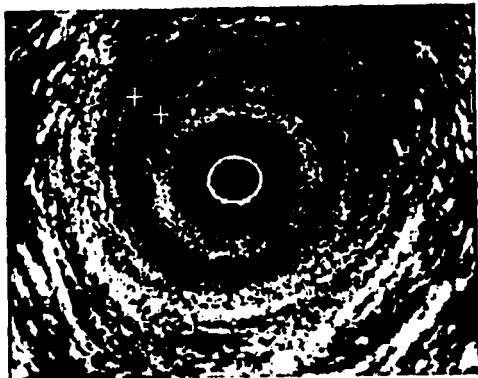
Ultrasonido rectoanal, síndrome de intestino irritable. Esfínter anal interno en pujo, los marcadores indican el grosor muscular.
